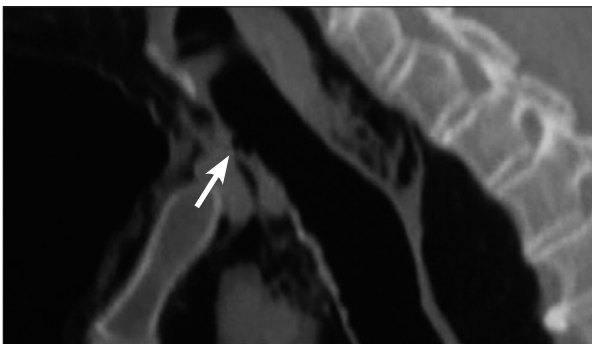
Radiografía lateral de tórax en la que se aprecia la rotura traqueal.
